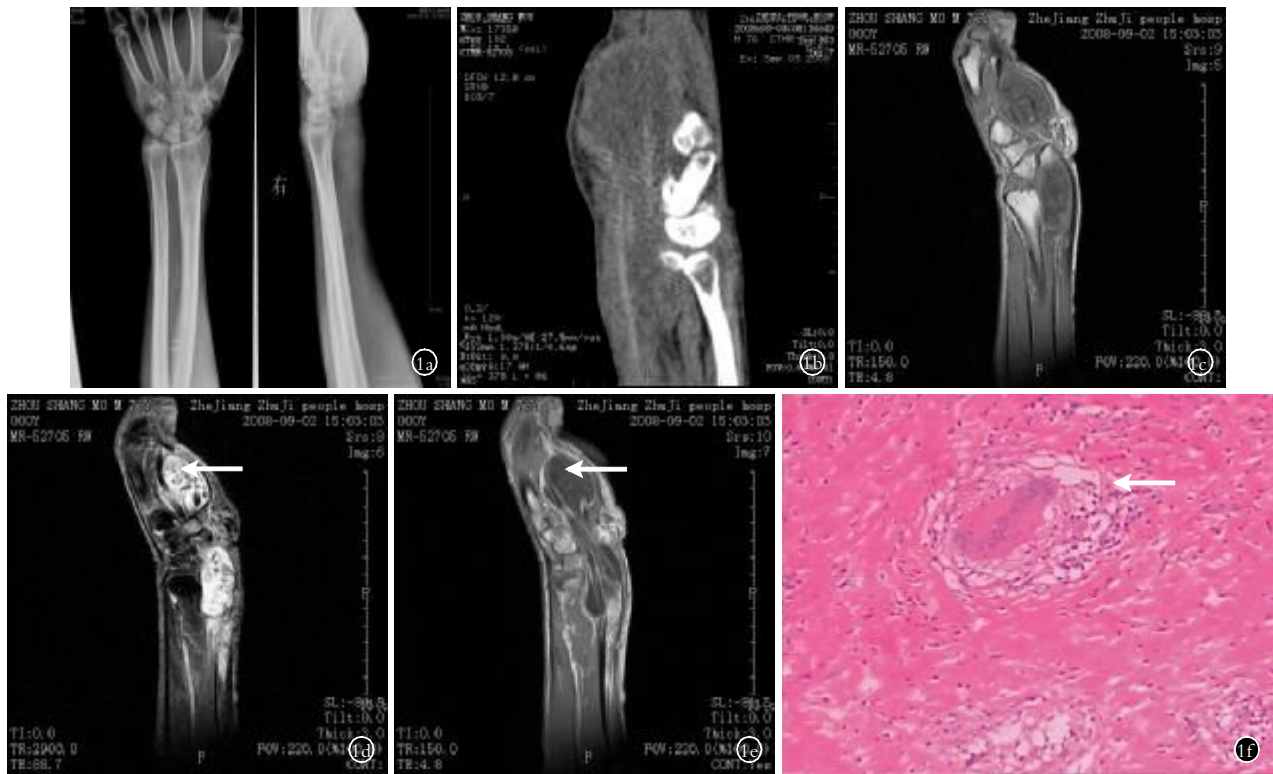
男,76 岁,右腕腱鞘滑膜结核 1a. X 线正侧位片示腕掌侧软组织肿胀,相当于腕关节间隙掌侧示小点状钙化,腕骨未见骨质疏松及骨质破坏 1b. CT 矢状位重建示腕掌侧软组织肿块及略高密度肌腱影 1c. MRI T1WI 示以腕管为中心长 T1 囊性占位,包埋腕屈肌腱,其瓜子米仁样体内呈等低信号,同时显示明显增厚的滑膜组织 1d. MRI T2WI 示瓜子米仁样体呈略高信号,于高信号囊液衬托下呈芝麻饼样改变(箭头) 1e. MRI T1WI 增强示滑膜组织明显强化(箭头),囊液及瓜子米仁样体未见强化 1f. 镜下显示结核结节形成(箭头)(HE×100)
